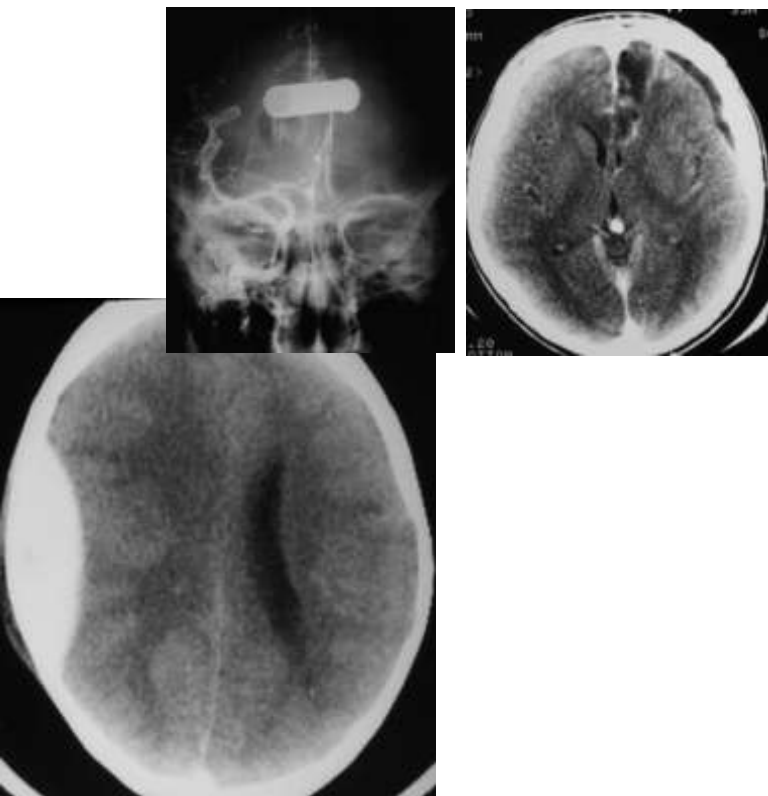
Esquerda: angiografia carotídea mostrando um projétil de arma de fogo (cartucho) na região frontal e desvio da artéria cerebral anterior para o lado oposto. Direita: tomografia computadorizada do crânio do mesmo paciente após a retirada do projétil, mostrando o seu trajeto (área hipodensa na região frontal direita).
